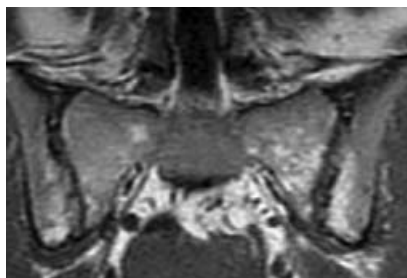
МР-томограмма КРС в полукоорональной проекции в режим SE T1. Двусторонний хронический сакроилиит. Незначительный субхондральный остеосклероз в виде линейных участков низкоинтенсивного МР-сигнала в верхних отделах КРС. ЖД костного мозга (множественные участки повышения интенсивности МР-сигнала в крестце и в телах подвздошных костей). Множественные эрозии суставных поверхностей
